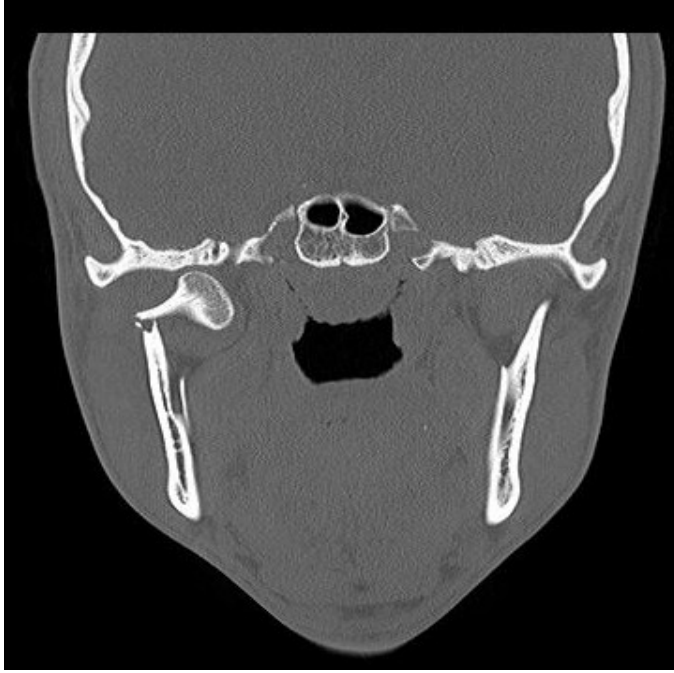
Sağ ramus kırığı olan hastada koronal BT görünütüsü
